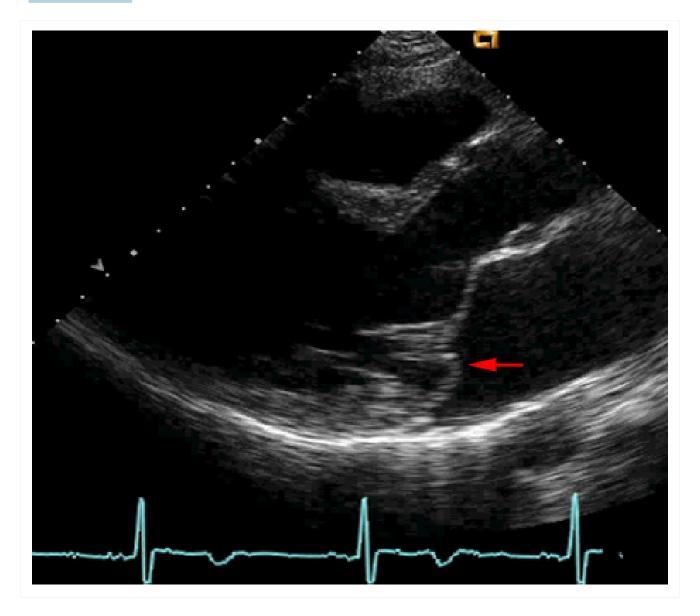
Ecocardiograma do eixo paraesternal longitudinal da valva mitral ilustrando prolapso do folheto posterior (seta vermelha)
